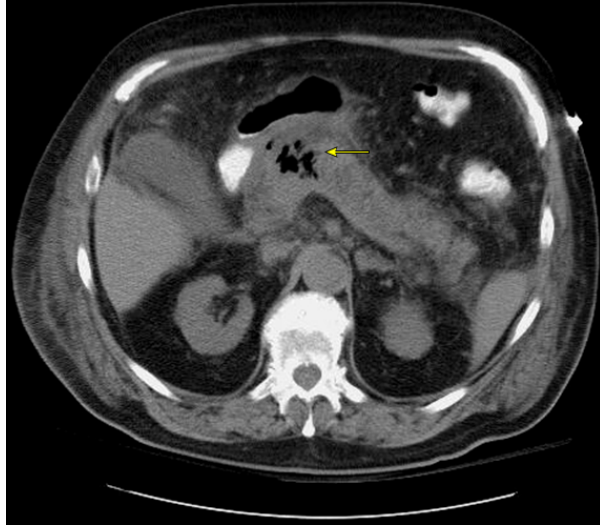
BT görüntüleme ile görülen masif psödokist
